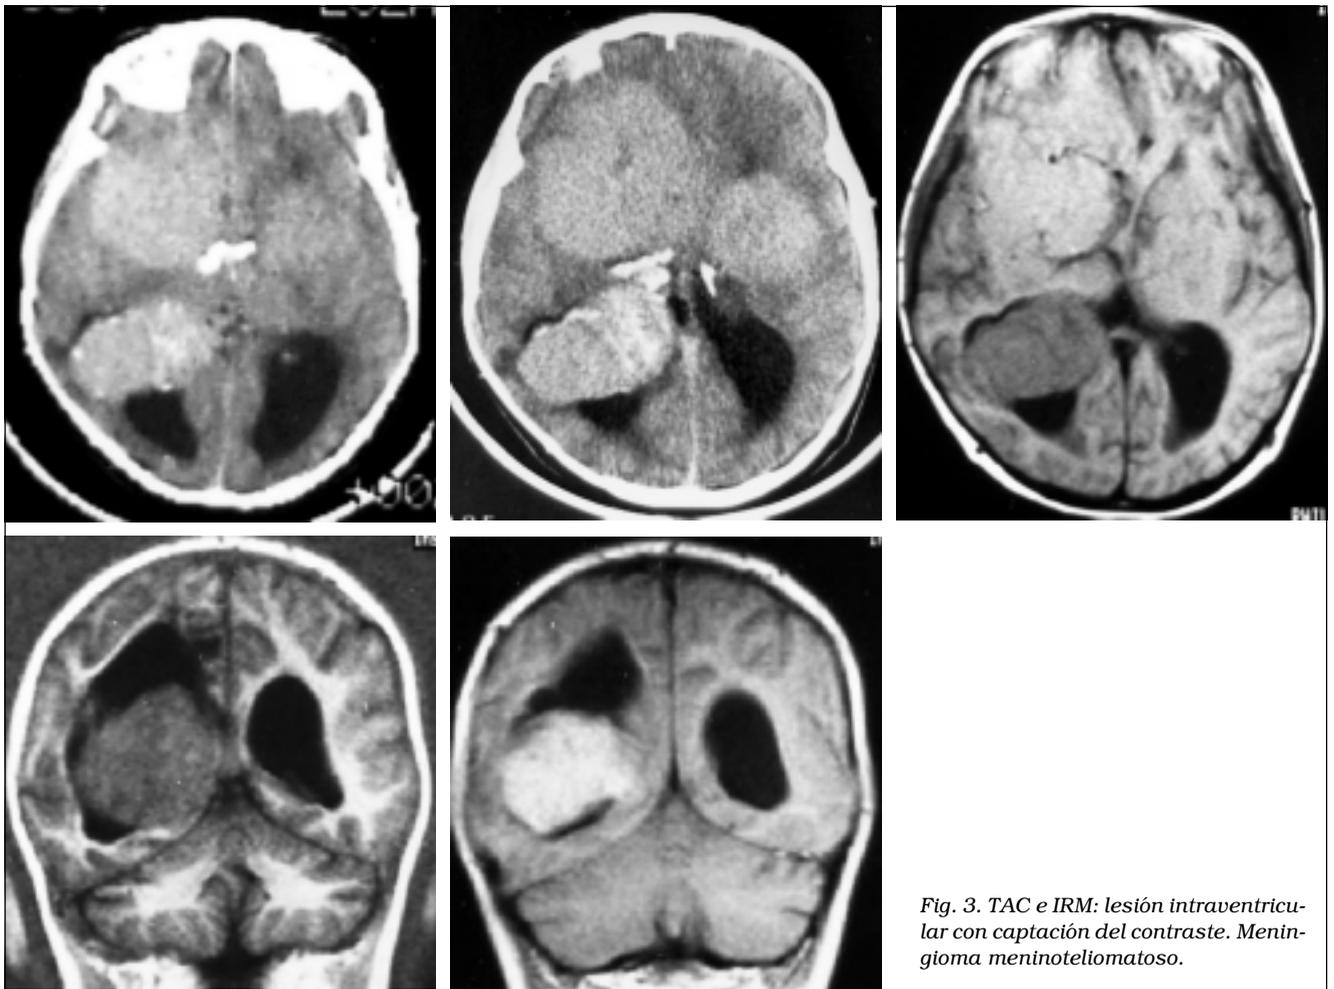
TAC e IRM: lesión intraventricular con captación del contraste. Meningioma meninoteliomatoso.
